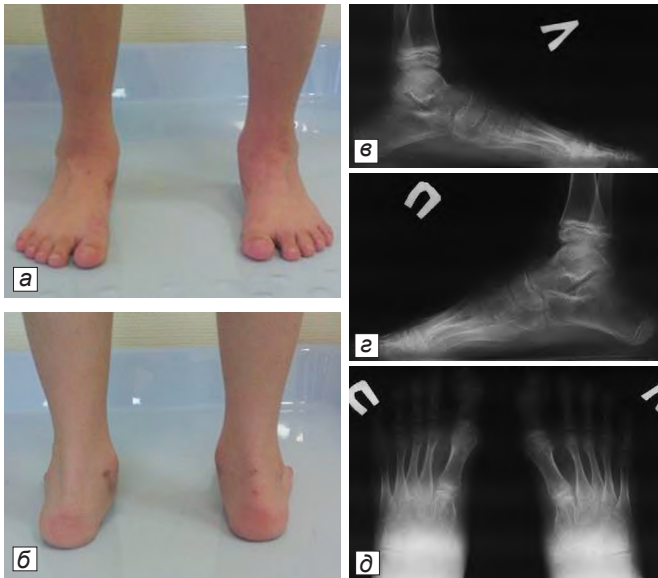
Пациент Ф. через 38 месяцев после оперативного лечения: а – вид спереди; б – вид сзади; в – рентгенография в боковой проекции правой и левой (г) стоп; д – рентгенография в прямой проекции.
